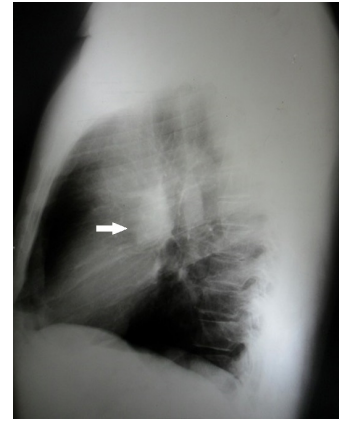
Radiografía de tórax vista lateral. Imagen radiopaca (flecha).
